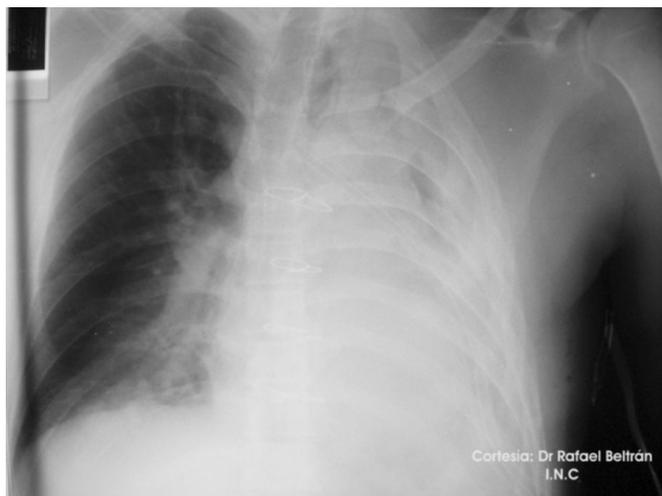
Radiografía de tórax postoperatorio
